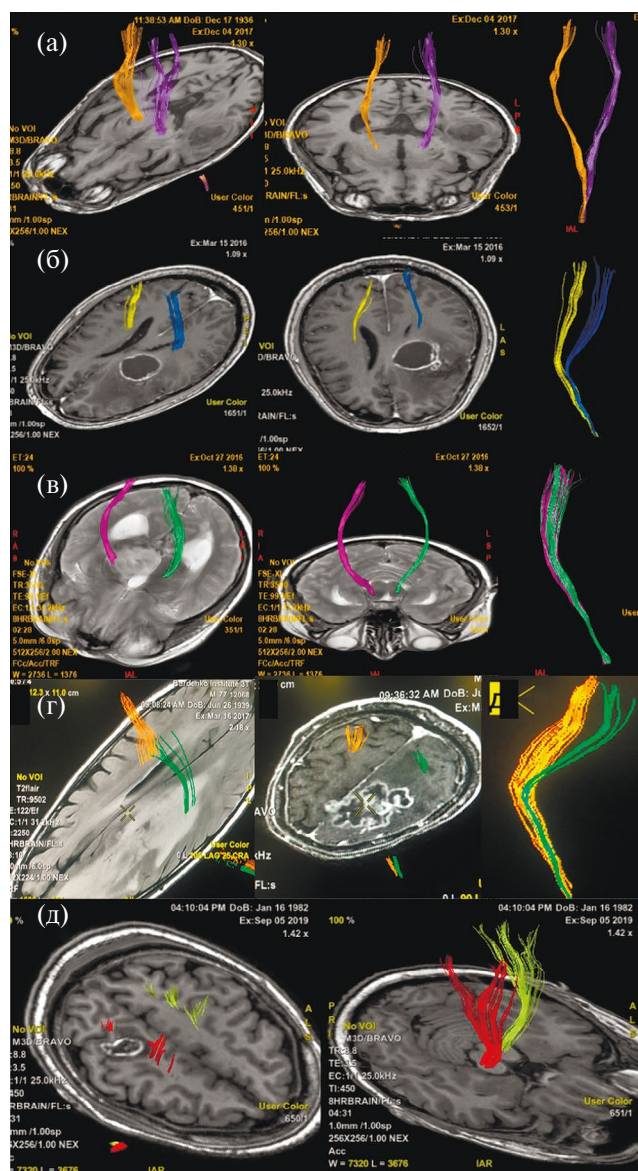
(а) – пример интактного КСТ по данным ДТ-трактографии у пациента с глиобластомой. Тракты симметрично расположены и не отличаются значимо по объему. (б) – пример смещенного КСТ, по данным ДТ-трактографии у пациента с глиобластомой. Тракты не вовлечены в опухоль, однако положение их отличается. (в) – пример инфильтрированного КСТ, по данным ДТ-трактографии у пациента с глиомой Grade IV. Несмотря на вовлечение КСТ в опухоль, по данным T2-FLAIR отмечается правильное, симметричное положение тракта. (г) – пример смещенного и инфильтрированного КСТ, по данным ДТ-трактографии у пациента с глиобластомой. Тракты расположены асимметрично и вовлечены в зону отека-инфильтрации. (д) – пример расщепленного тракта у пациента с анапластической астроцитомой. Опухоль располагается внутри КСТ, расщепляя его волокна.
